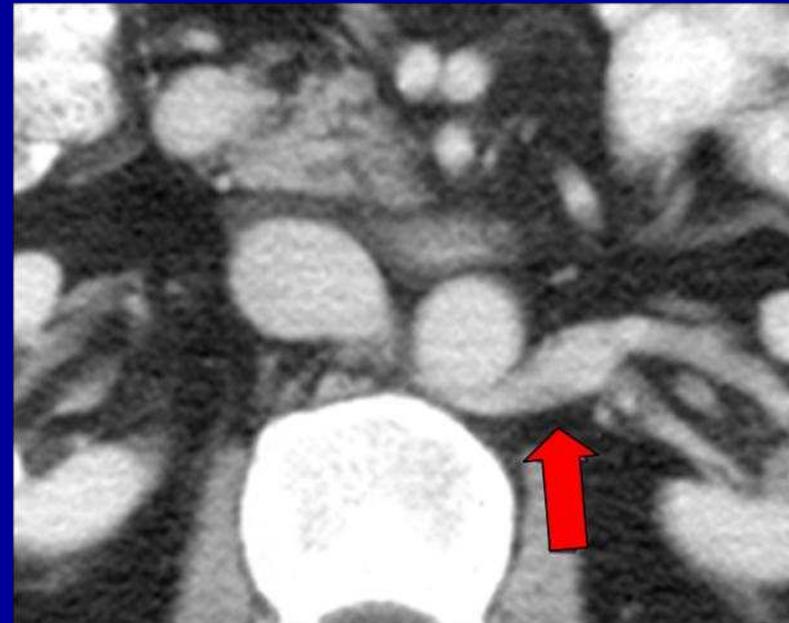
TC abdominal con cte. EV, muestra confluencia tardía con vena renal retroaórtica.
